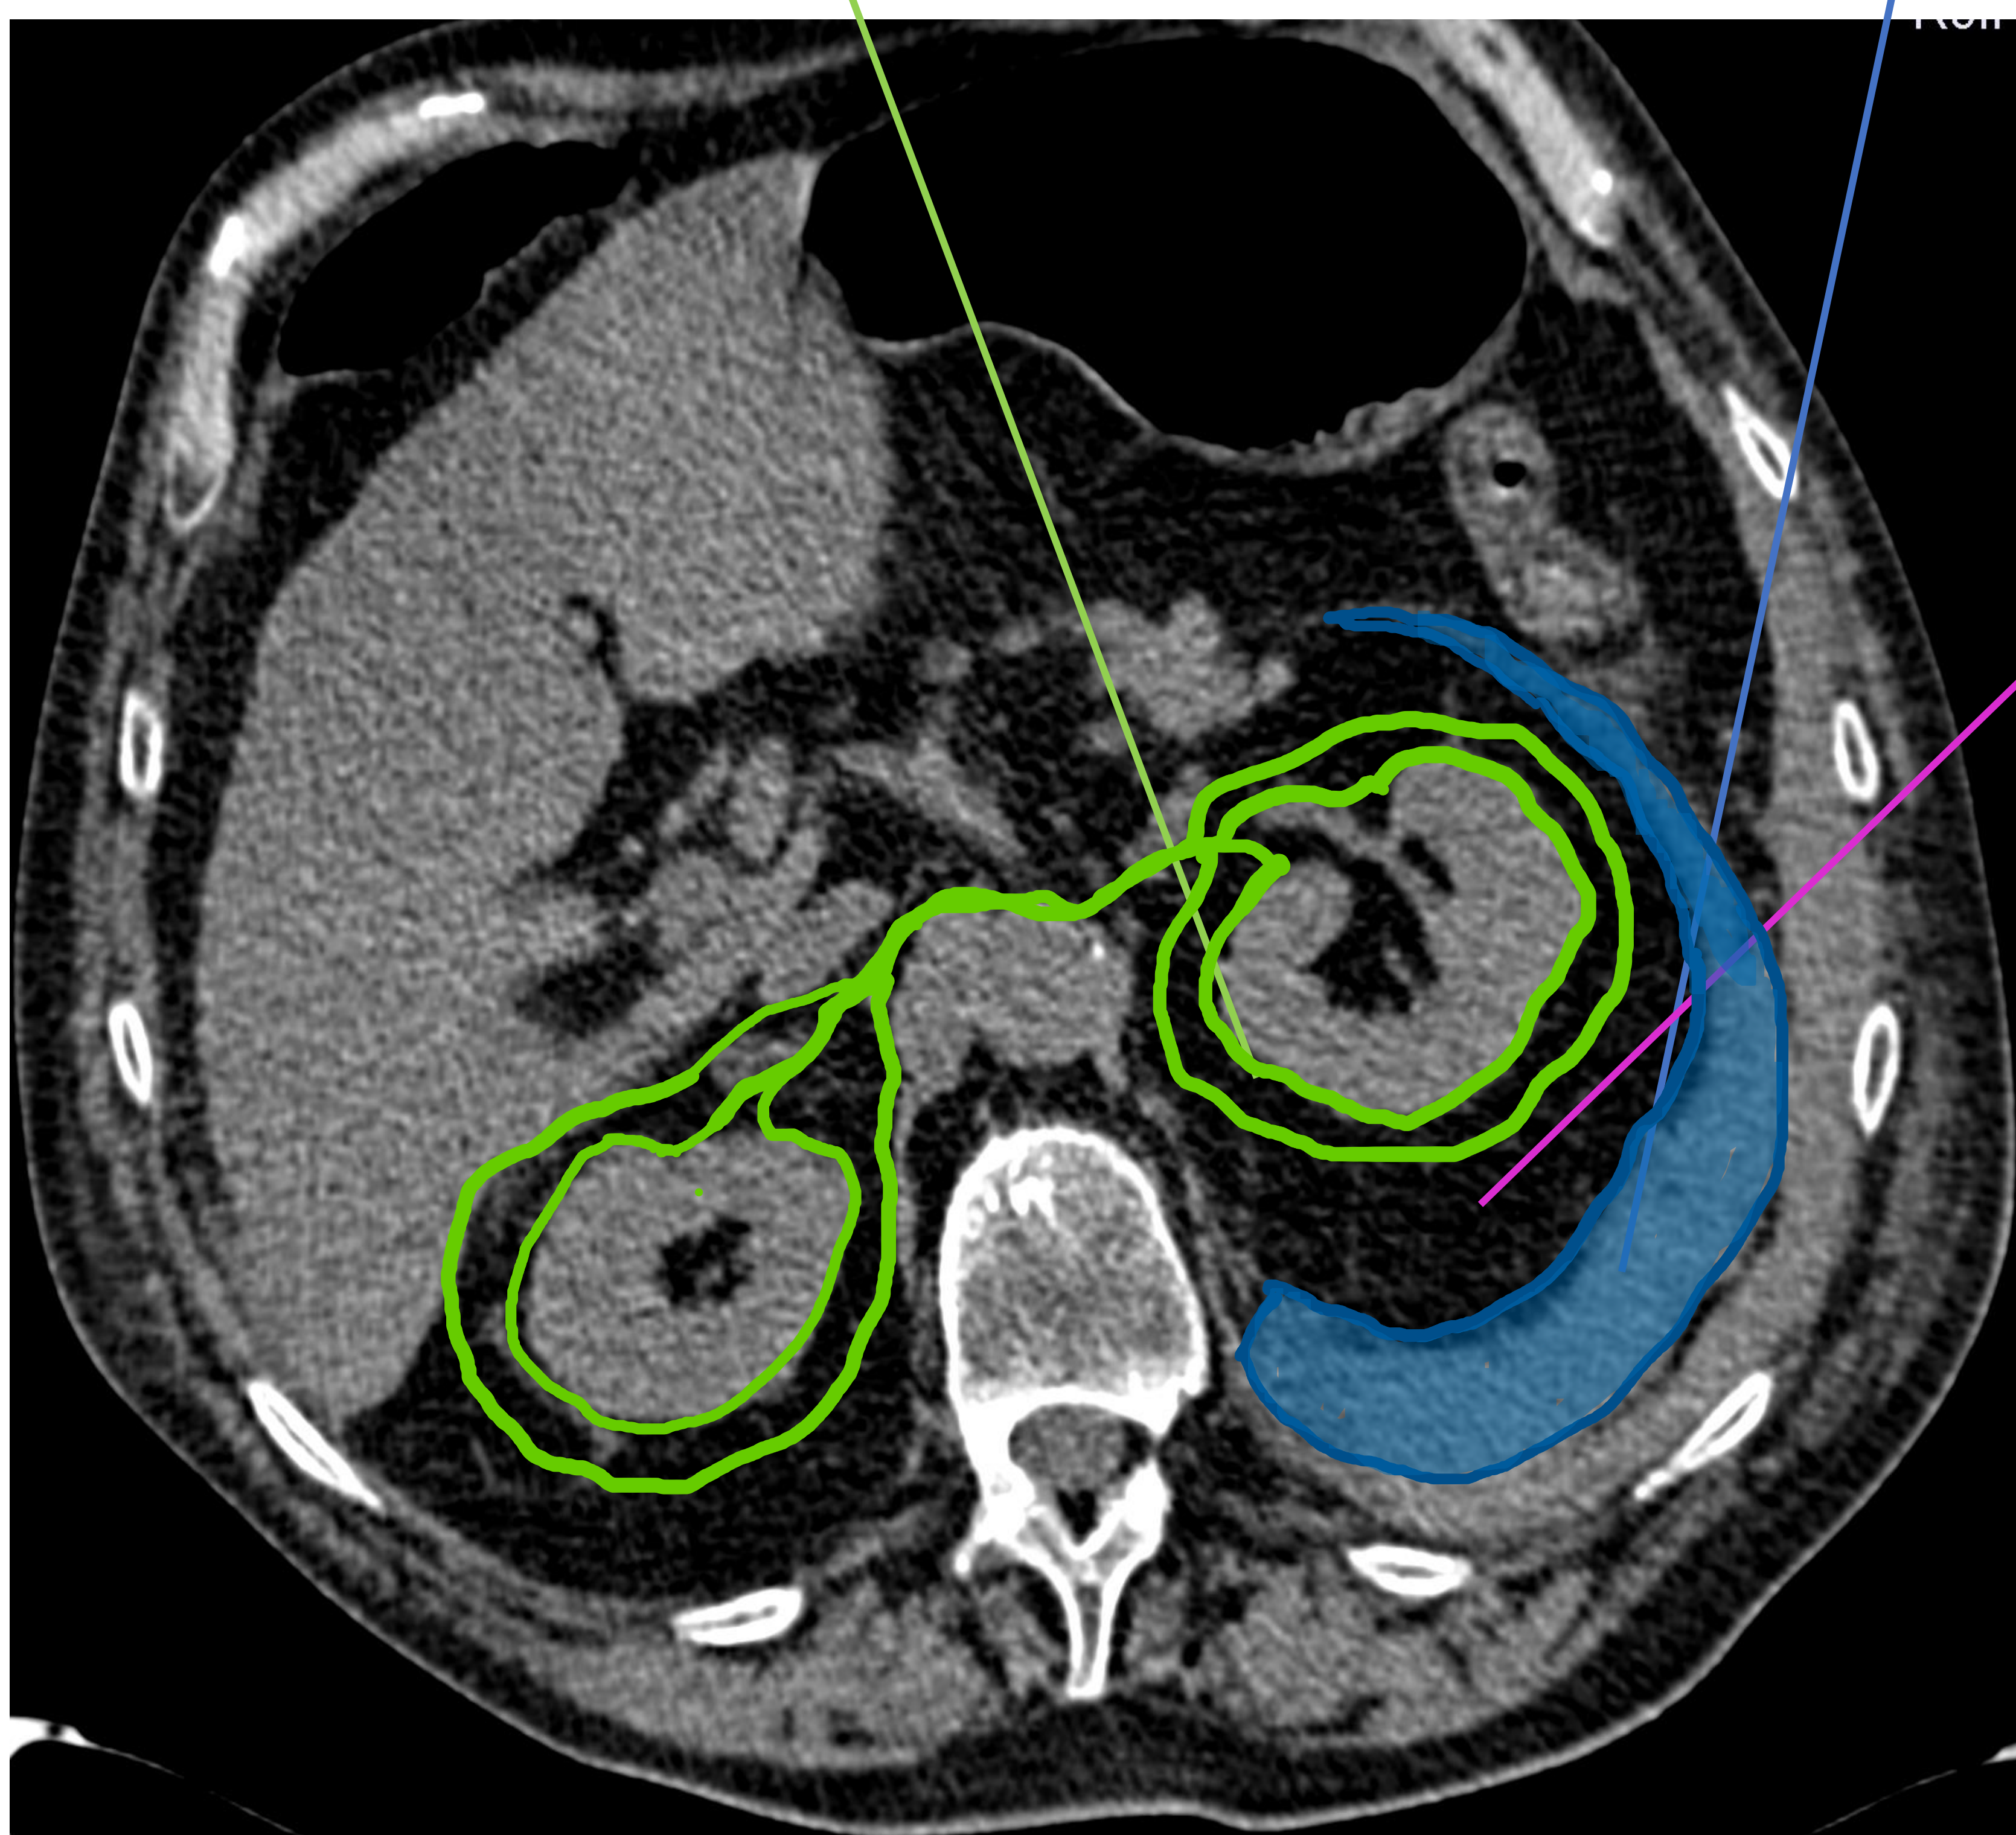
Representación macroscópica del espacio retrorenal (color rosa en A), alojado entre espacio perirrenal y pararenal posterior. Imagen (B) TC en fase nefrogénica en paciente con rotura calicial con urinoma perirrenal, se identifica engrosamiento de la fascia retrorenal.
